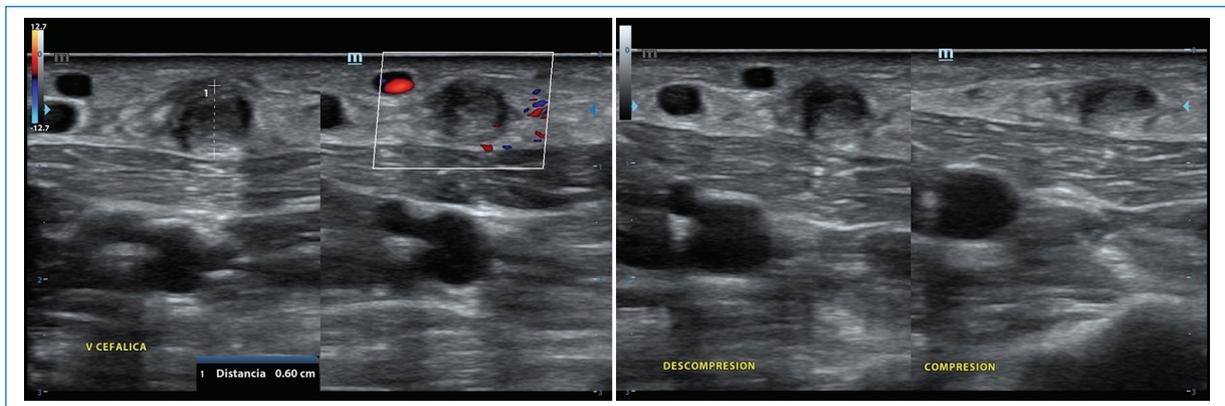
Paciente con fístula radiocefálica para hemodiálisis. Se reconoce la vena cefálica con material ecogénico endoluminal, ausencia de compresibilidad y de flujo en la evaluación Doppler color; hallazgos compatibles con trombosis.
